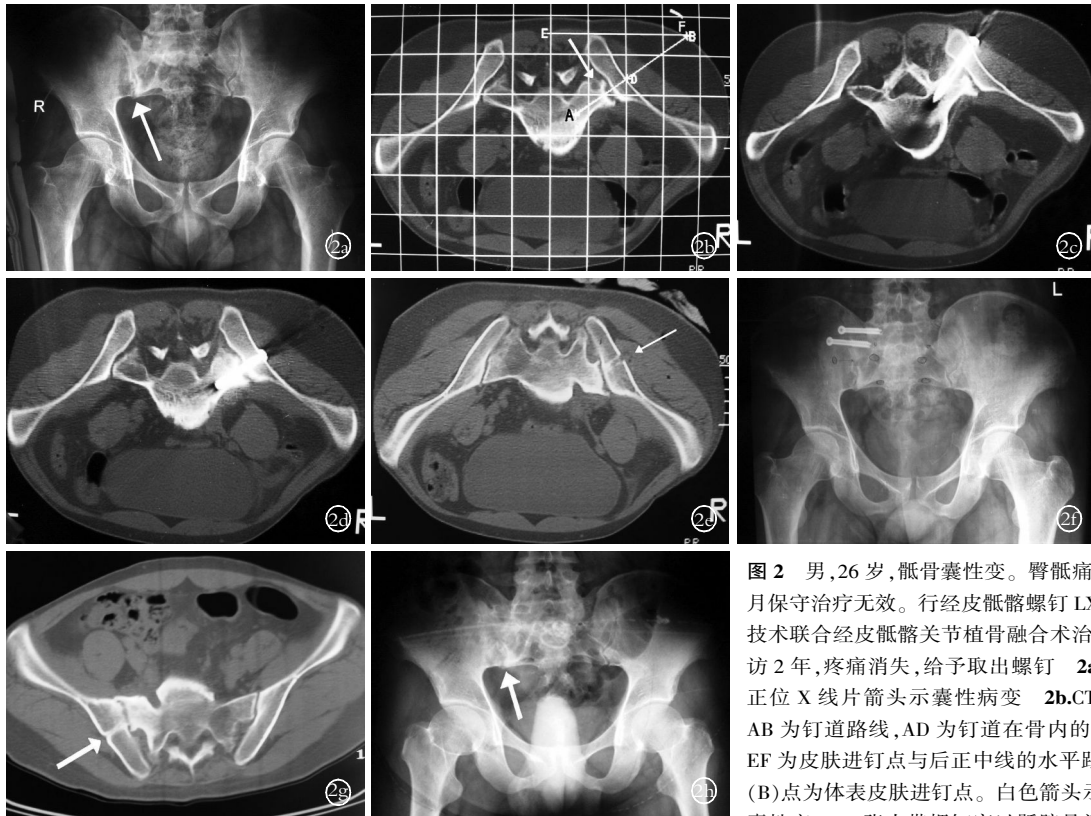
男, 26 岁, 骶骨囊性变。臀骶痛 29 个月保守治疗无效。行经皮骶髂螺钉 LX 固定技术联合经皮骶髂关节植骨融合术治疗, 随访 2 年, 疼痛消失, 给予取出螺钉 2a. 骨盆正位 X 线片箭头示囊性病变 2b. CT 模拟 AB 为钉道路线, AD 为钉道在骨内的长度, EF 为皮肤进钉点与后正中线的水平距离, F (B) 点为体表皮肤进钉点。白色箭头示骶骨囊性变 2c. 张力带螺钉穿过骶髂骨间韧带带
